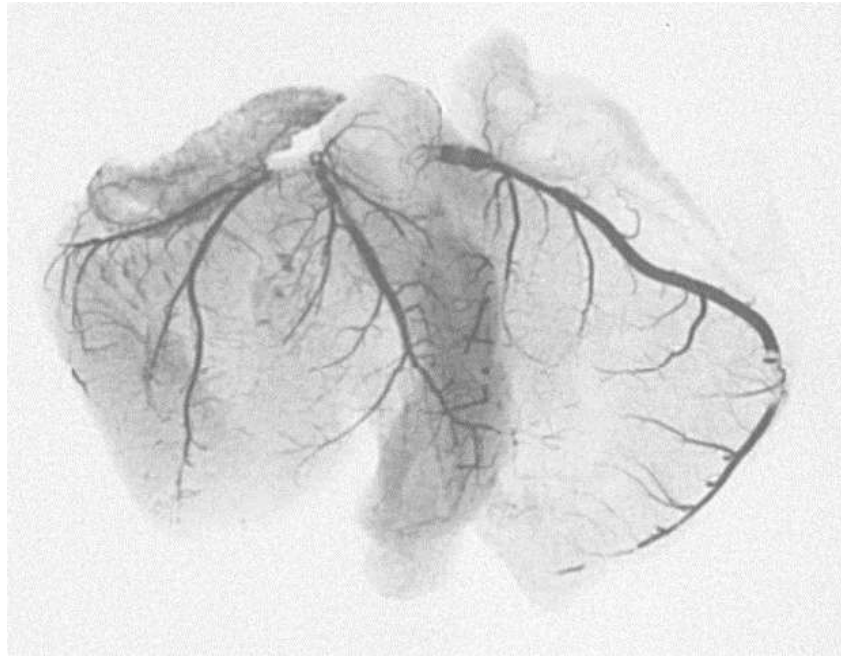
Ангіорентгенограма серця новонародженого при внутрішньоутробному інфікуванні, правовінецький тип кровопостачання. Ін'єкція водним розчином свинцевого сурика: А – ліва коронарна артерія, Б – права коронарна артерія.
